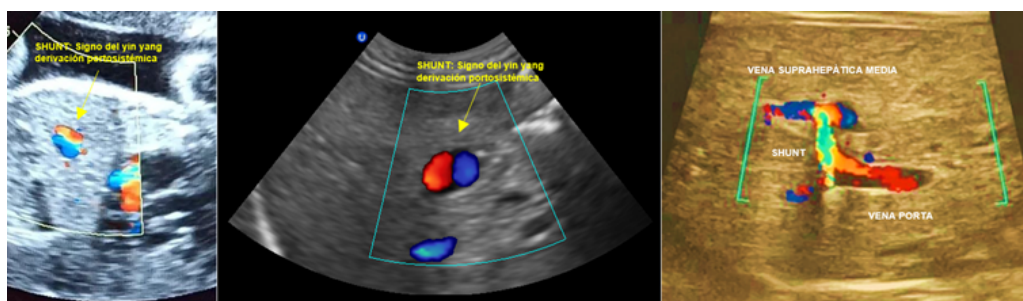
Correlación pre- y posnatal. A. Imagen prenatal B. Evaluación ultrasonográfica postnatal: 23 días de vida: *doppler* color demuestra imagen anecoica redondea con flujo turbulento tipo shunt con *aliasing*. Signo de “el yin y el yang”. C. *doppler* color demuestra vena porta principal, presencia de shunt que conecta con la vena suprahepática media con *aliasing*.
